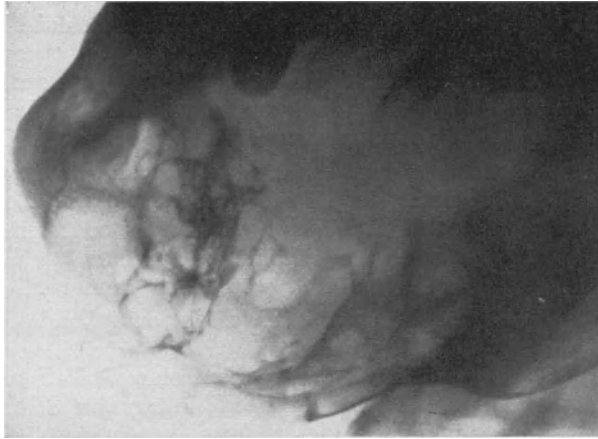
Röntgenbild von einem Adamantinom im rechten Unterkiefer.
